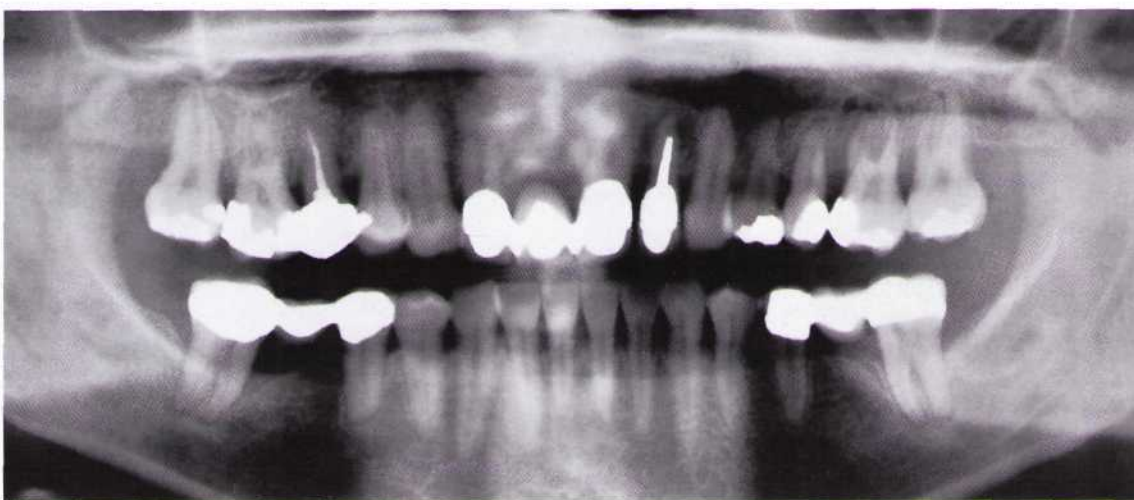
Рентгенологическая картина после ортодонтического лечения и изготовления мостовидных протезов.
